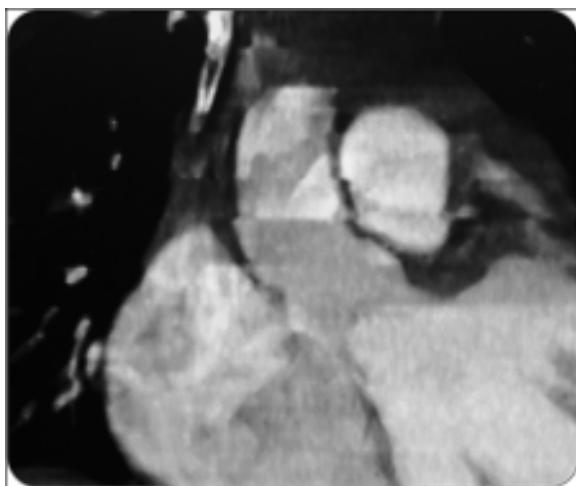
Angio- TAC de comunicación interventricular.
